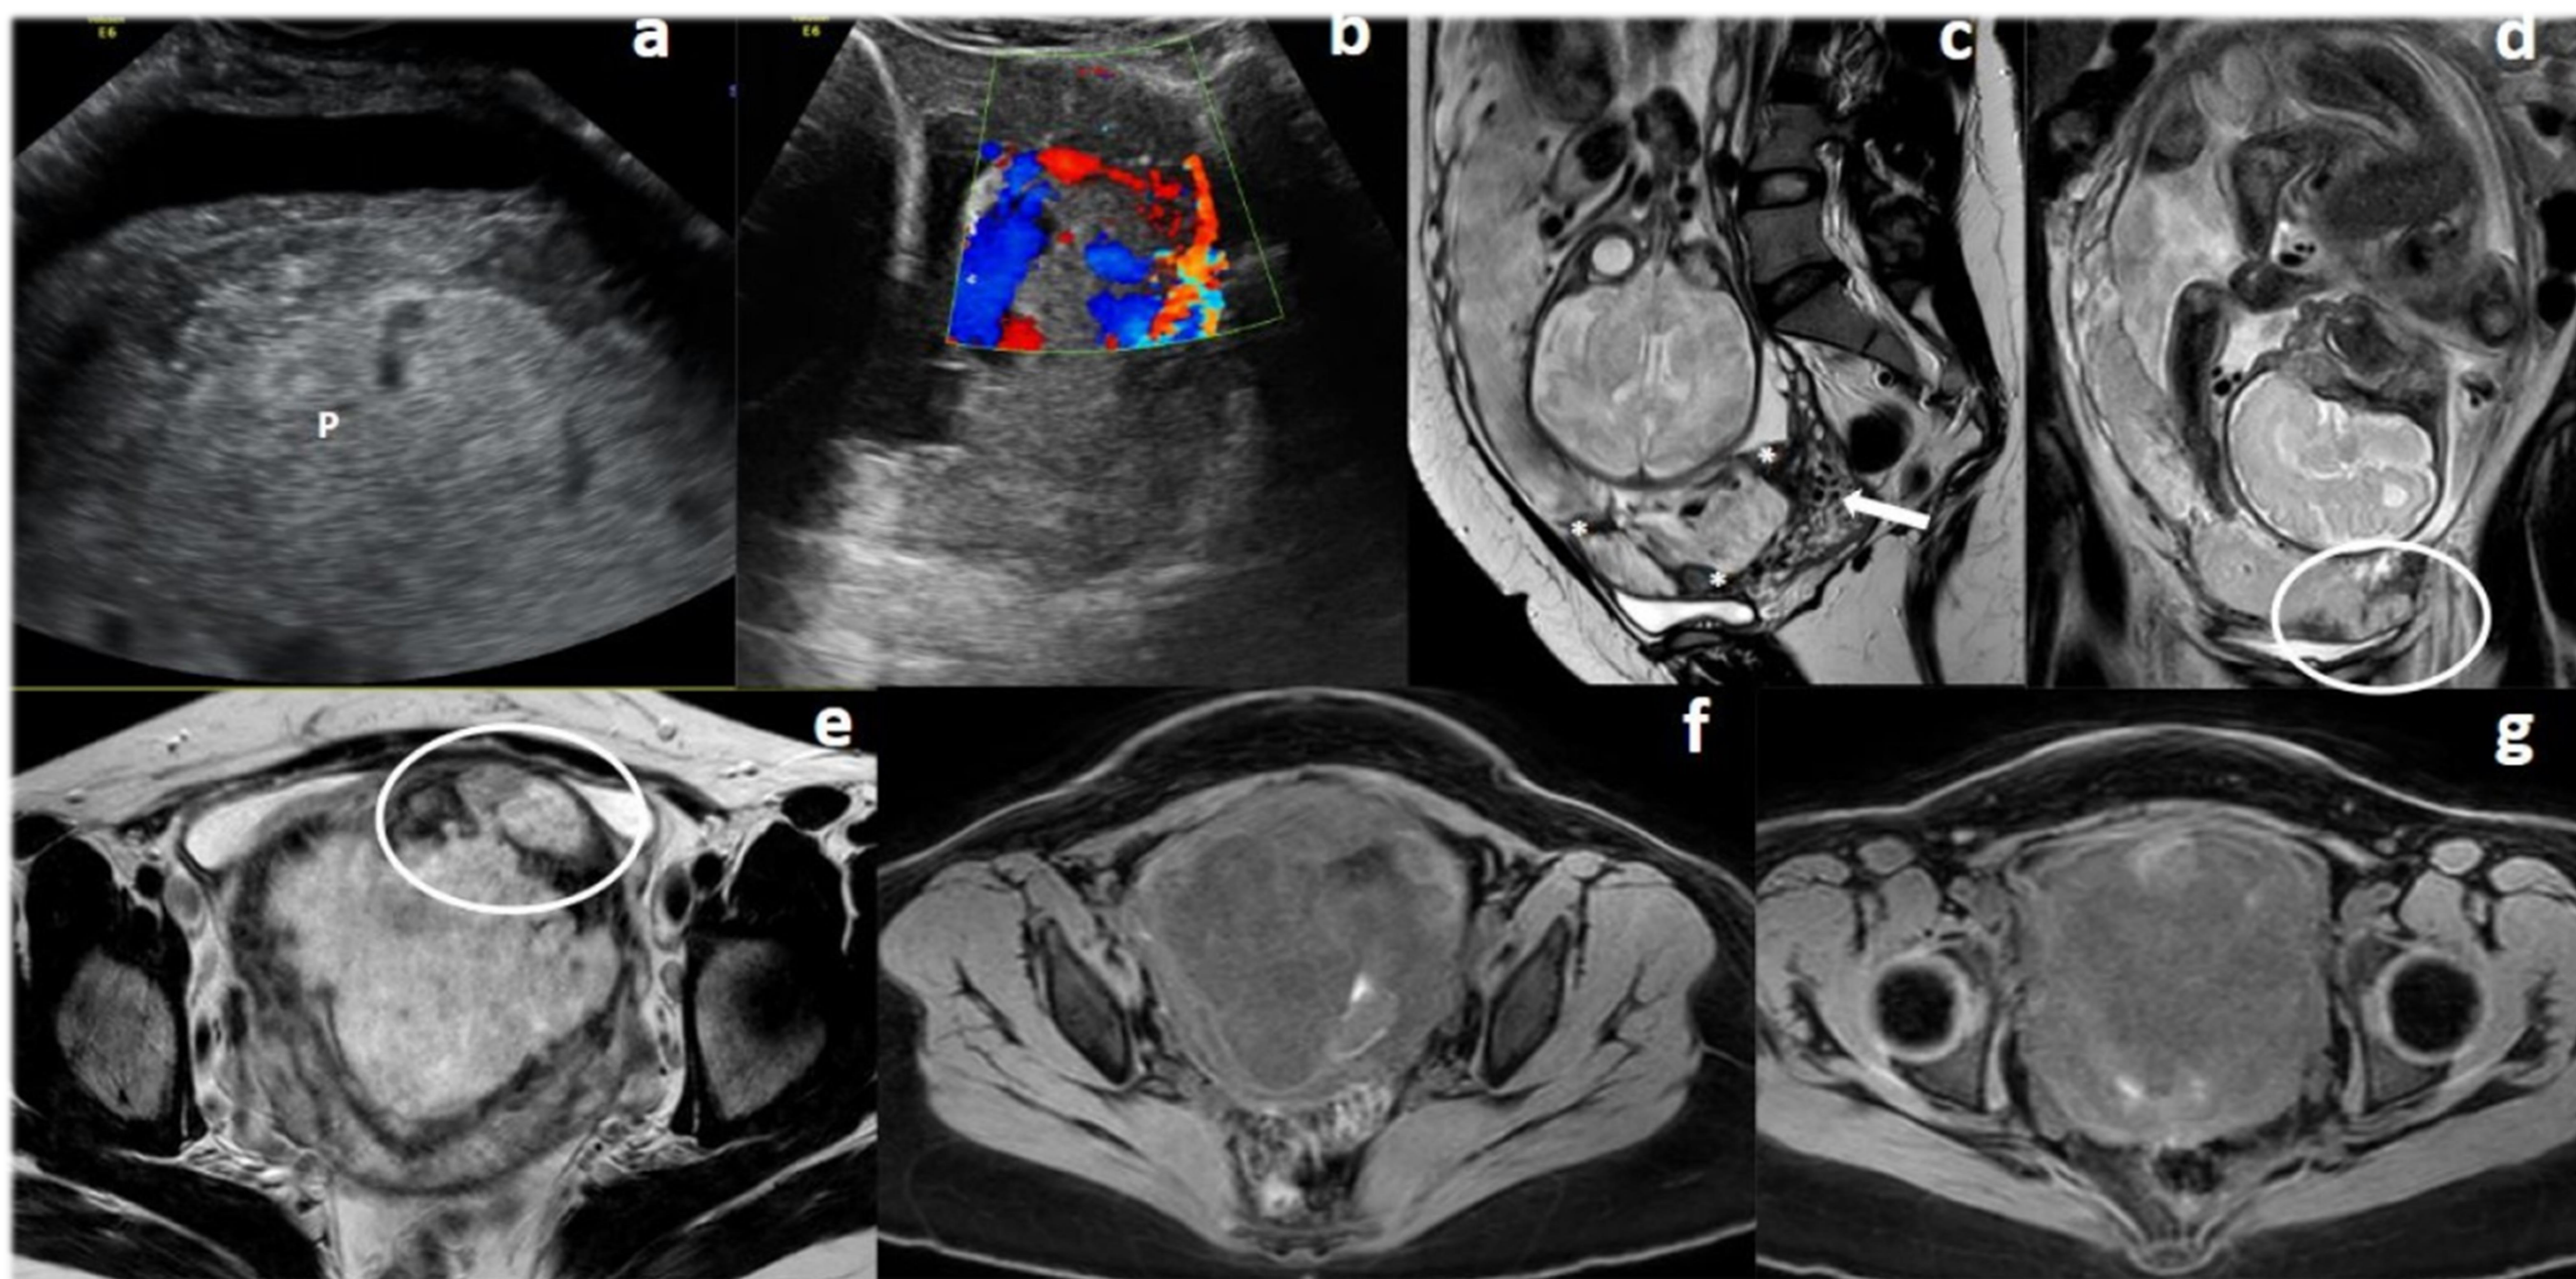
Placenta percreta. Paciente de 30 años, con un IMC de 57, con antecedentes de cesárea anterior hace 7 años y embarazo ectópico. En la ecografía del segundo trimestre, (a) se detecta placenta previa (P) con pérdida del espacio claro retroplacentario, (b) la imagen Doppler en color muestra aumento de la vascularización subplacentaria. La RM confirma la placenta previa y revela en la secuencia sagital ponderada en T2 múltiples bandas oscuras en T2 (*), ligera asimetría y heterogeneidad de la placenta, y aumento de la vascularidad (flecha blanca). En las secuencias coronales (d) y axiales (e) ponderadas en T2, se observa una masa exofítica focal que sobresale sobre la vejiga, aunque la afectación de la pared vesical no puede ser evaluada por técnicas de imagen; durante la histerectomía, ocurrió un pequeño desgarro de la vejiga debido a adherencias placentarias. (f) y (e) secuencias axiales ponderadas en T1 con supresión de grasa, que demuestran la utilidad de estas secuencias en la evaluación de áreas de sangrado (focos hiperintensos intraplacentarios).
